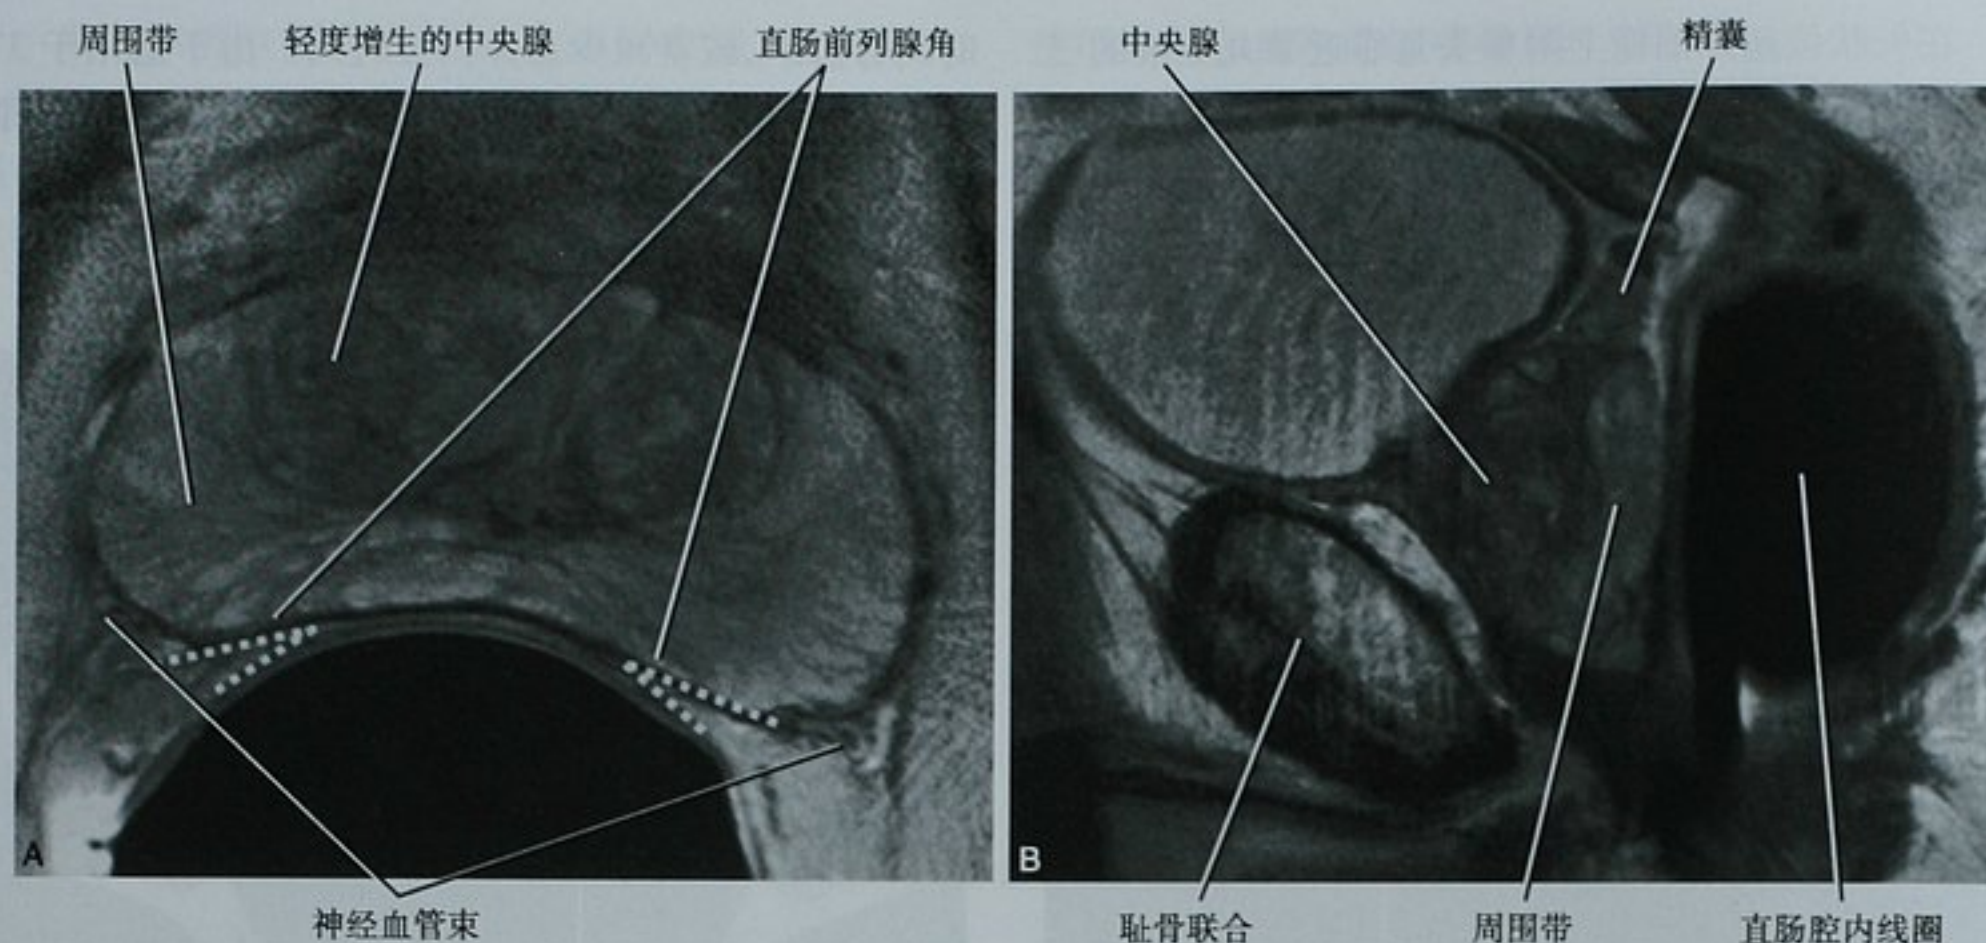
使用直肠内线圈在 3.0T 场强下采集的高分辨 T2 加权像,显示了成人前列腺正常解剖分区(A)轴位图像(B)矢状位图像。在 MRI 上,移行带及中央带统称为中央腺。BPH:良性前列腺增生症
